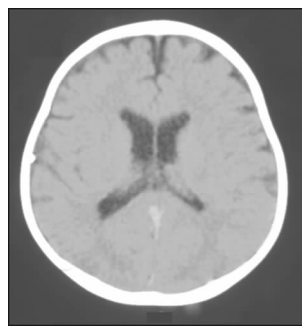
Ommaya 囊置入引流术后 2 个月头颅 CT 影像
